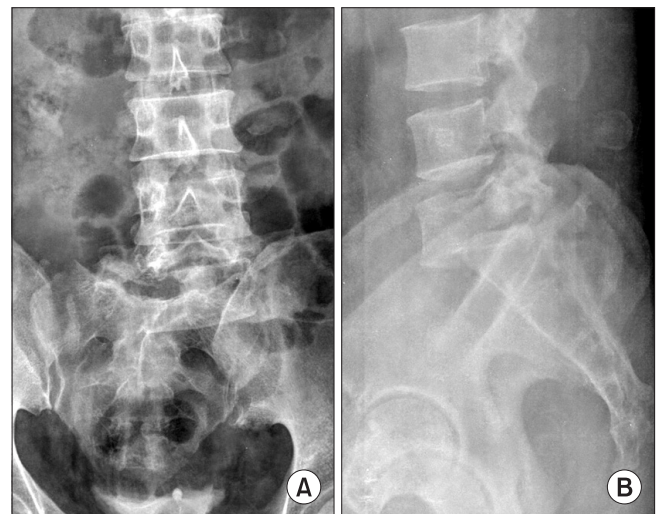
(A) Anteroposterior view of the lumbar spine in initial plain radiograph shows inferolateral translation of the fifth lumbar vertebra on sacrum without rotation. (B) Lateral view of the lumbar spine in initial plain radiograph shows anteroinferior translation of the fifth lumbar vertebra and spinous process fractures of forth and fifth lumbar vertebra.
